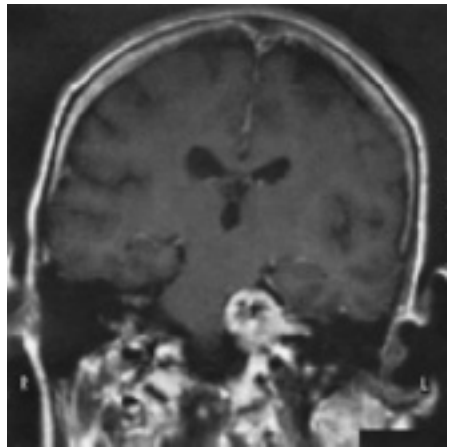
Akustikusneurinom mit intrameatalem Wachstum und großer extrameataler Ausdehnung, die zur Kompression des Hirnstammes führt. T 1-betonte MRT-Aufnahme mit KM, koronar.
